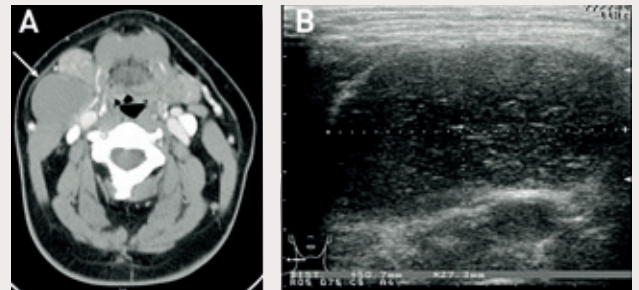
A: Kontrastforsterket aksialt CT-bilde av en solitær cystisk hals lesjon (pil) på en 53-årig mann. Lesjonen er lokalisert mellom submandibulærkjertelen og m. sternocleidomastoideus på samme sted som en infeksøs lateral hals-cyste. B: Ultralydbilde av samme lesjon minner om en benign infeksøs lateral hals-cyste. Lesjonen viste seg å være en plateepitelkarsinom-metastase fra en ukjent primærtumor.
